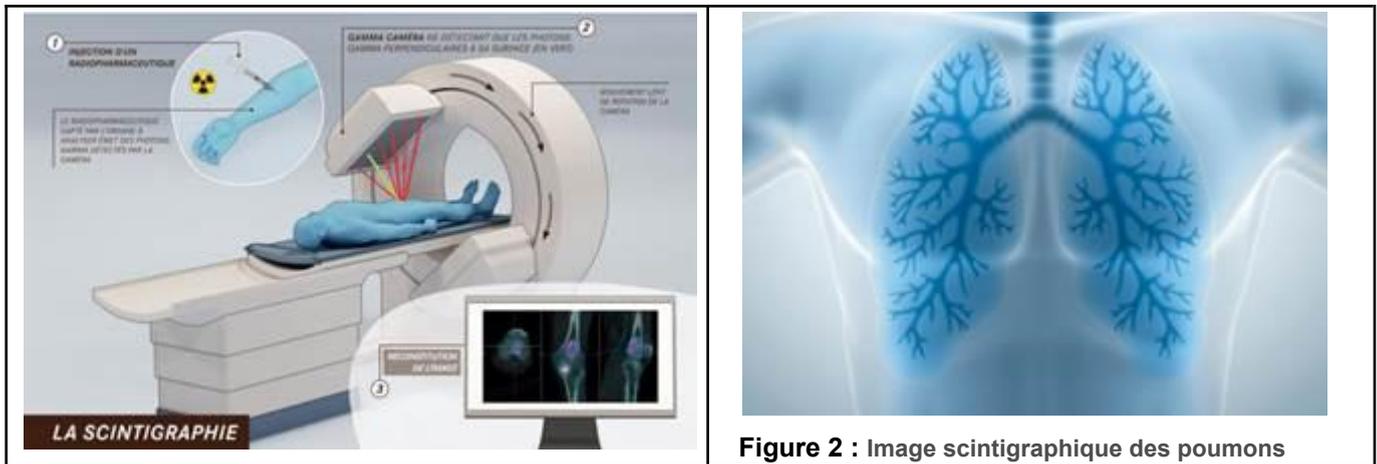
Image scintigraphique des poumons
